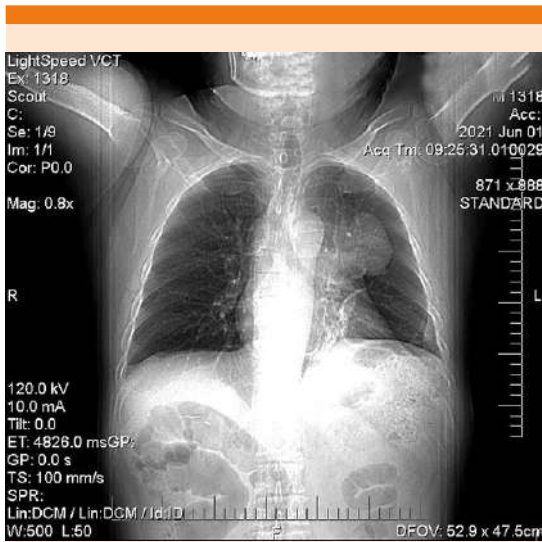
Tomografía simple de tórax que muestra gran masa mediastinal que se extiende al hemitórax superior izquierdo.
